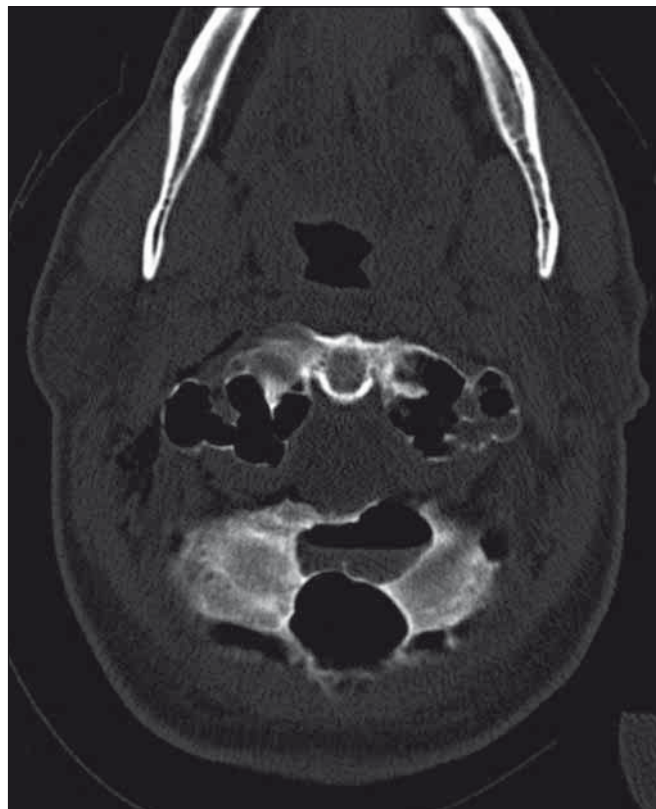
CT vyšetření v kostním okně s denzitami vzduchu v oblasti kostní dřevě okcipitální kosti, a přední spony C1, se ztenčenou kortikalí.
